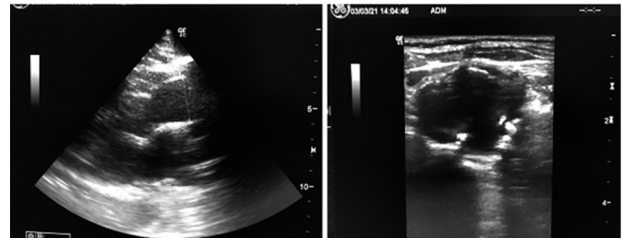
Ecocardiograma A (izquierda) eje paraesternal izquierdo, ligera elongación de aorta supravalvular. B (derecha) se observan placas fibrolipídicas a nivel del aneurisma
